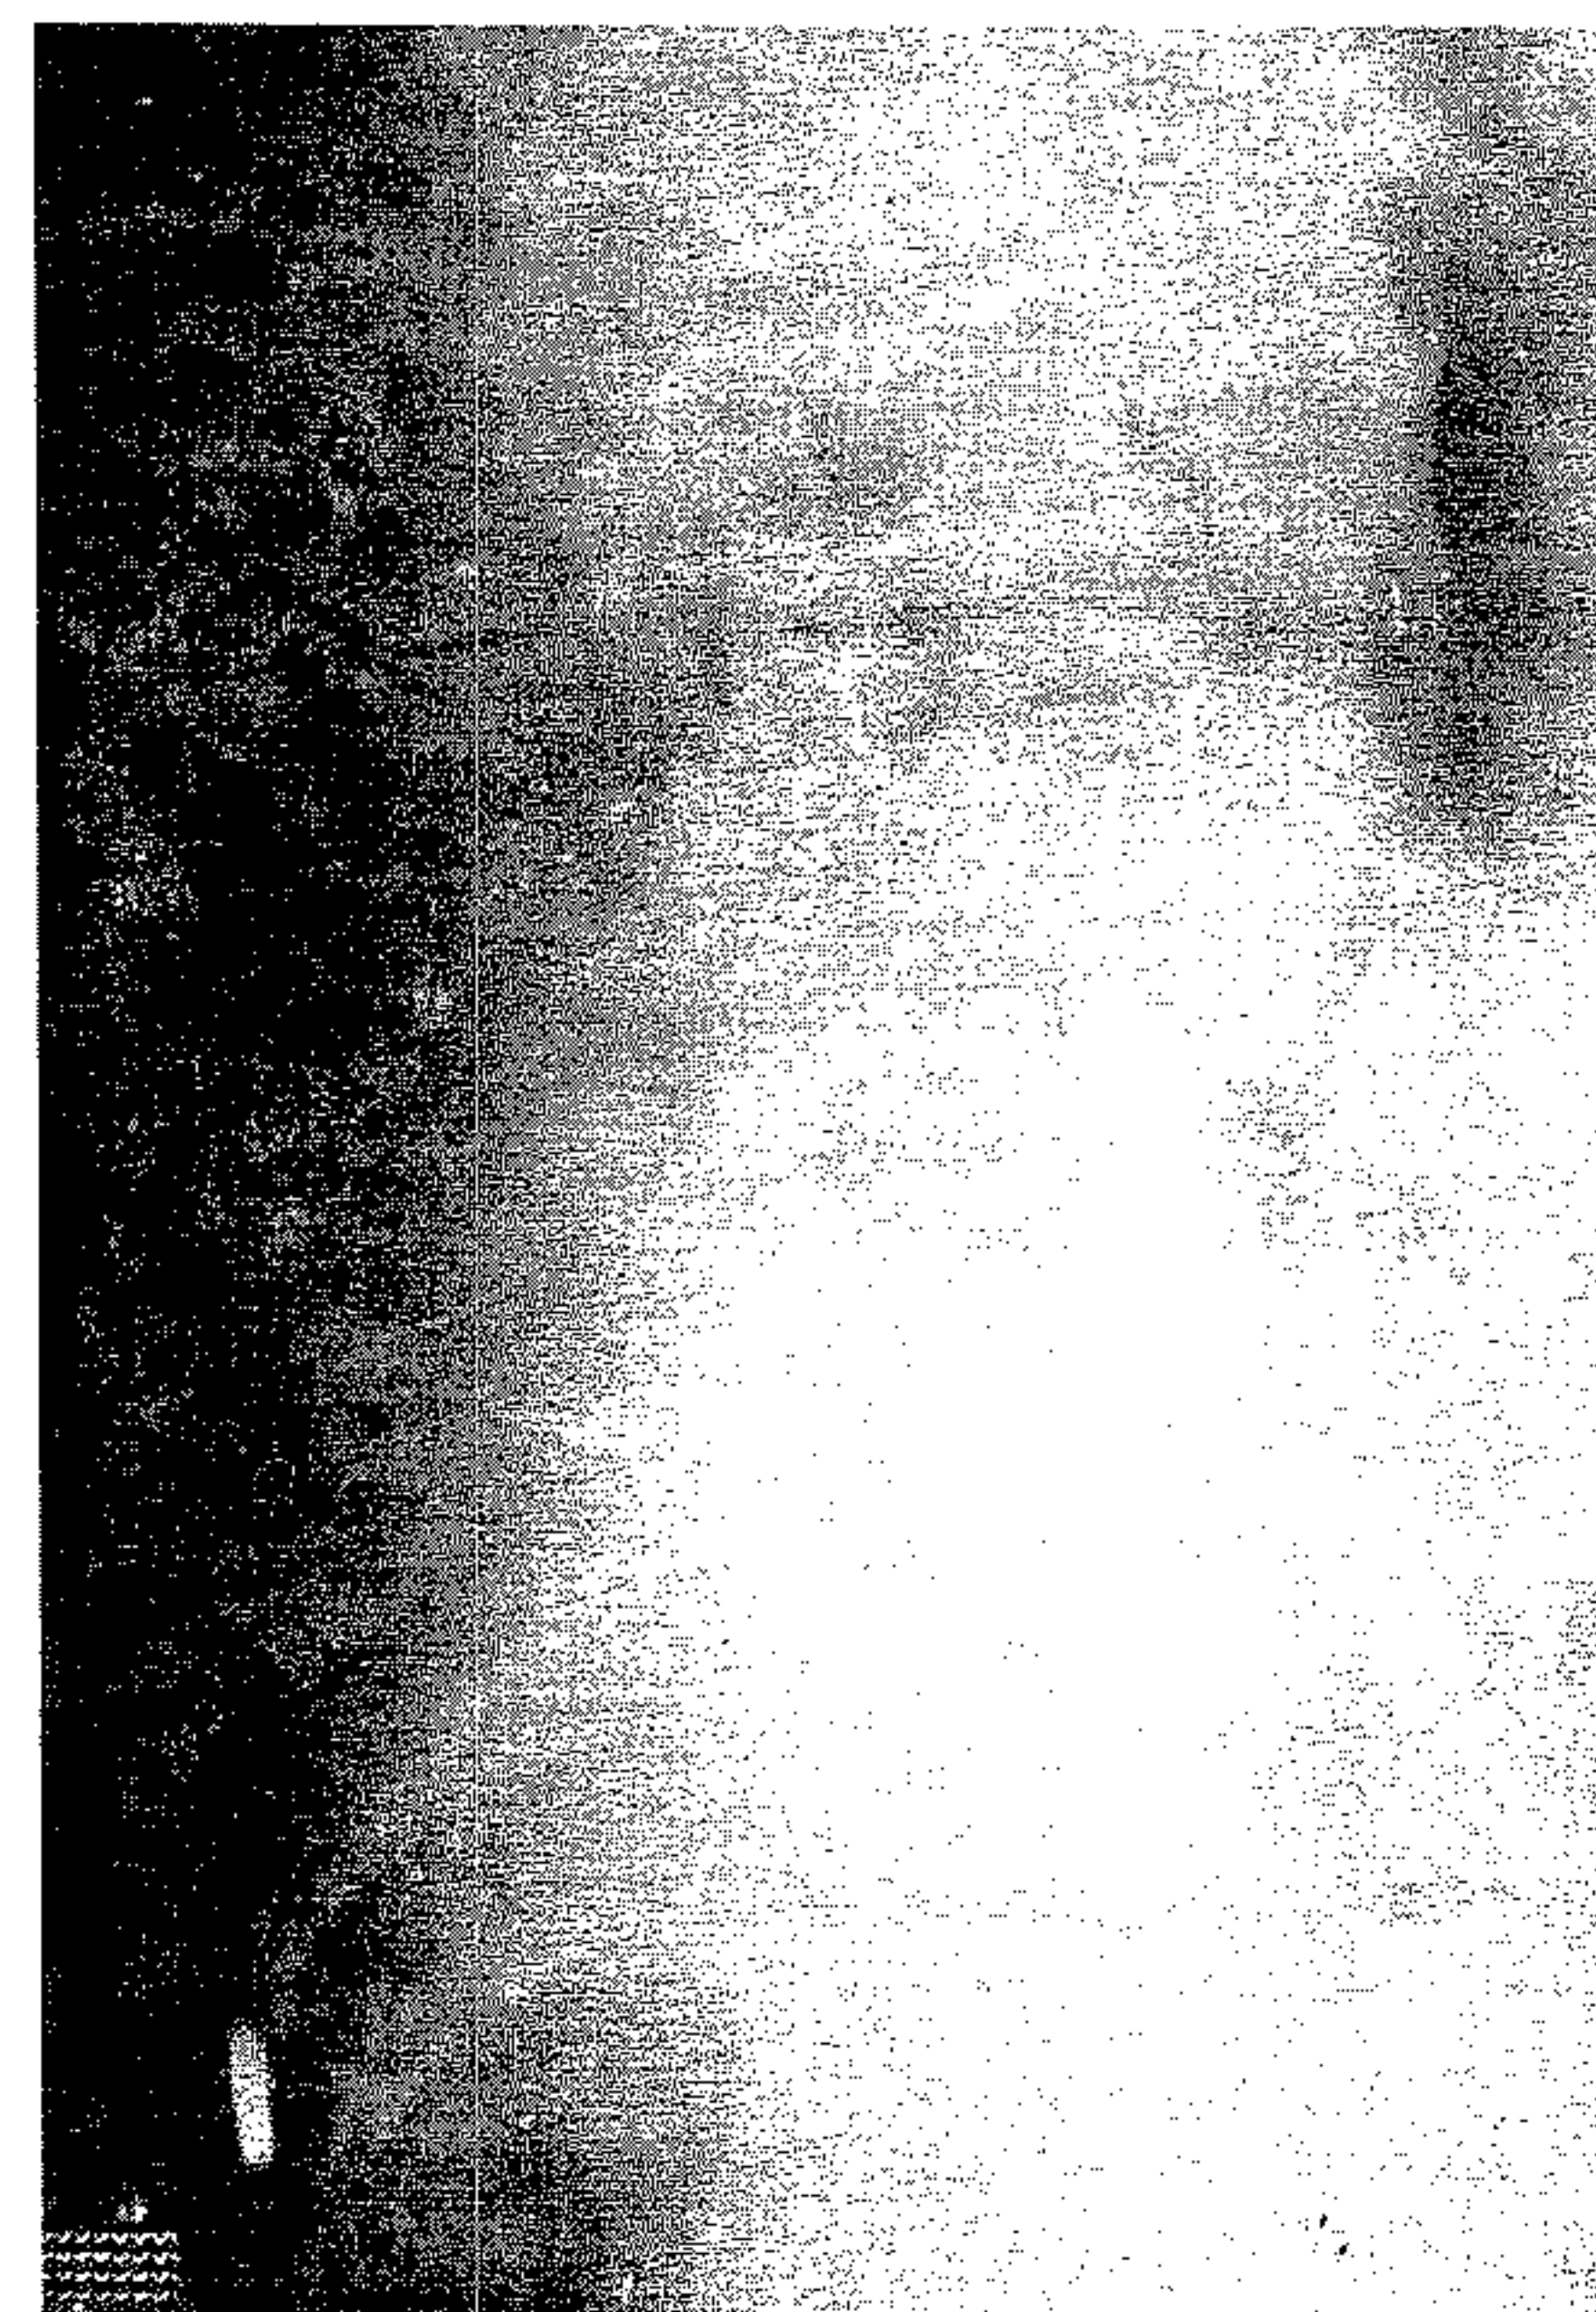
Radiografie de profil lombosacrată – pensare spații L3-L4.
